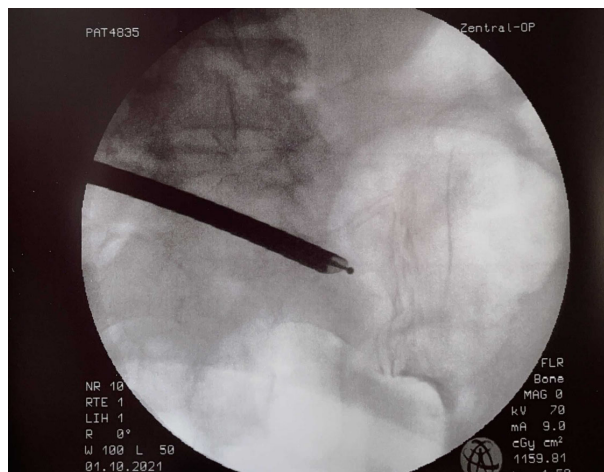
Intraoperative x-ray of a thermocoagulation of the right SIJ with MultiZYTE[®] endoscopic system.
